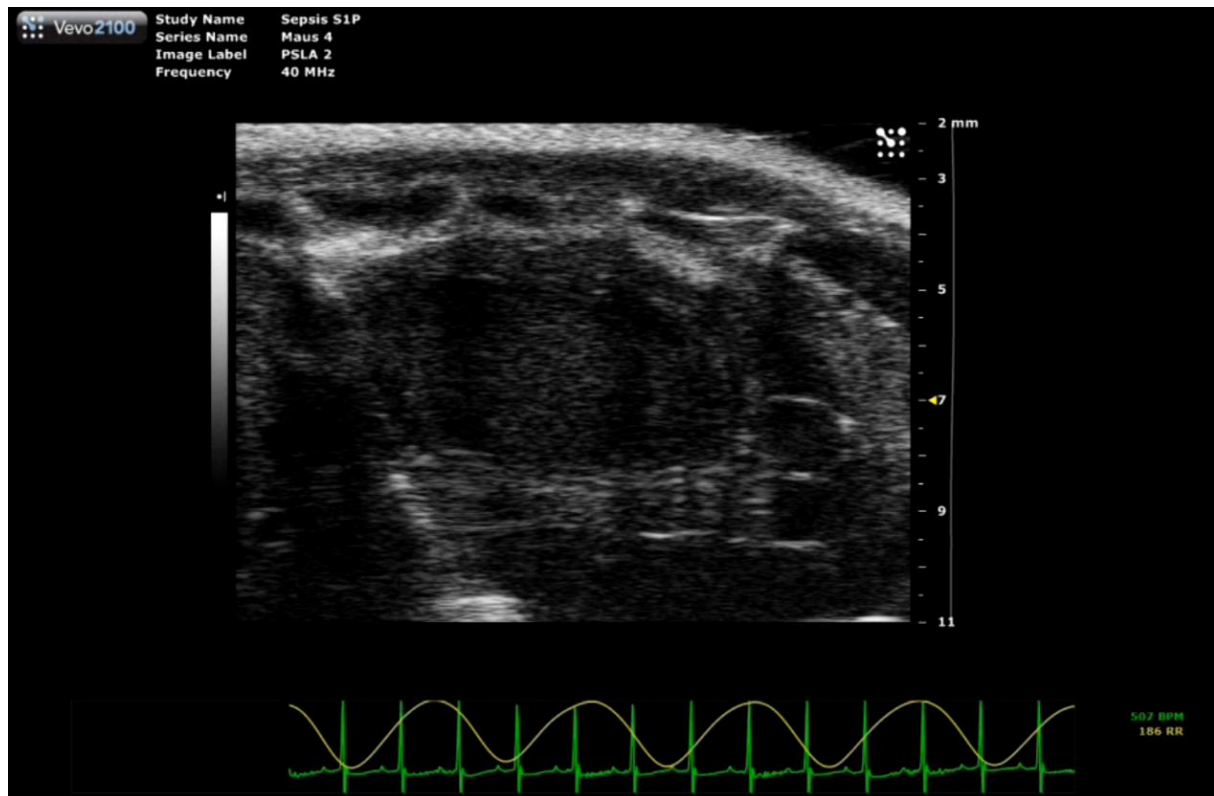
Echokardiographie des linken Ventrikels in der parasternalen Längsachse
